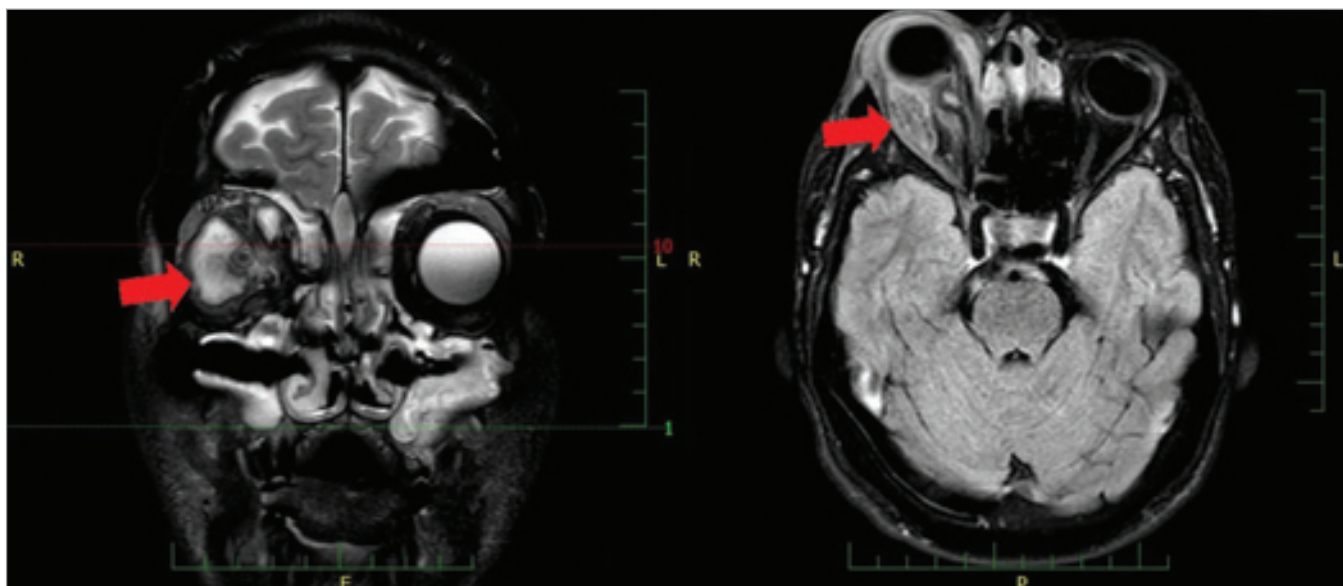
Entry CT – on the left coronary projection, on the right axial projection. Arrows shows intraorbital localization of the abscess medially.
